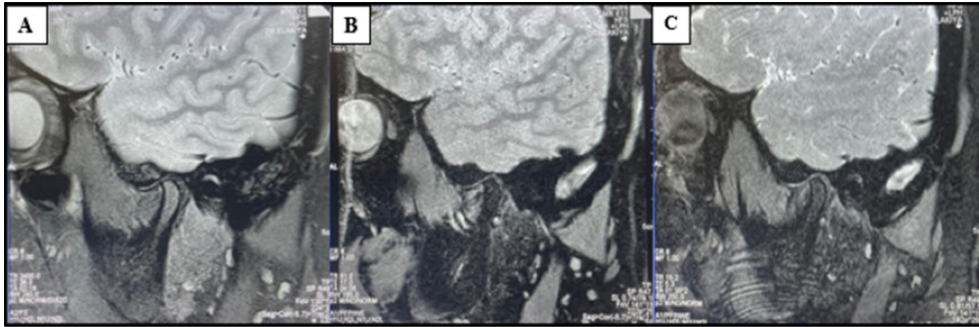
(Color online) Representative oblique-sagittal temporomandibular joint (TMJ) MR images acquired in the closed-mouth position using three different sequences: (A) PD-FSE, (B) MEDIC (multi-echo GRE with echo combination), and (C) 3D DESS (dual-echo steady-state GRE/SSFP variant) [39].
